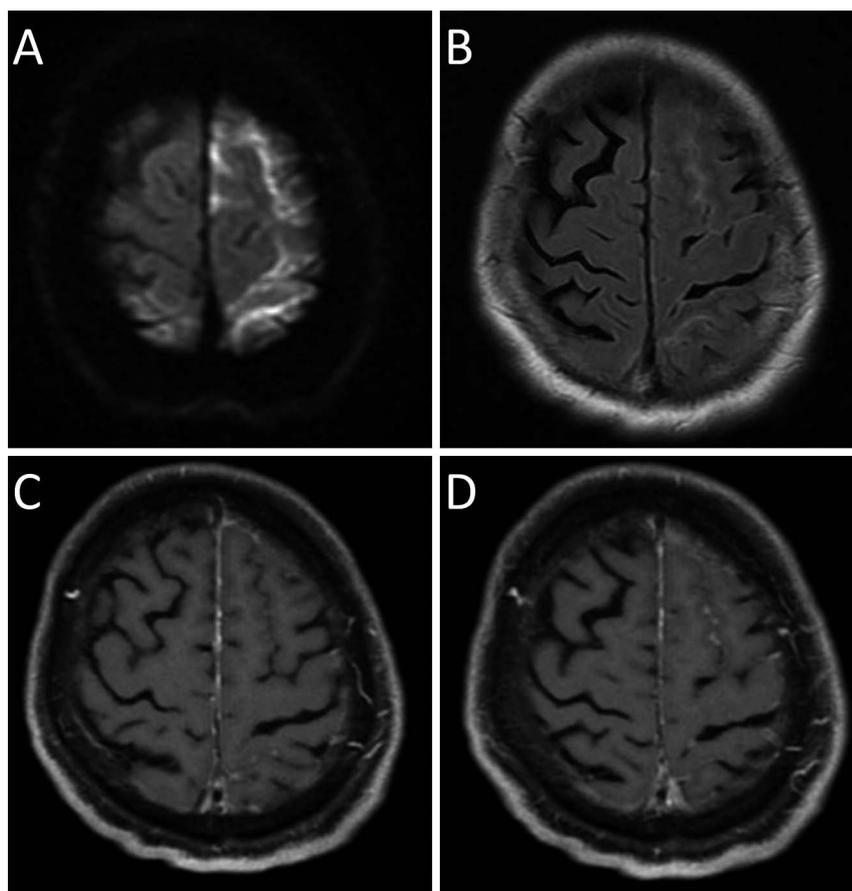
Brain MRI on admission.
